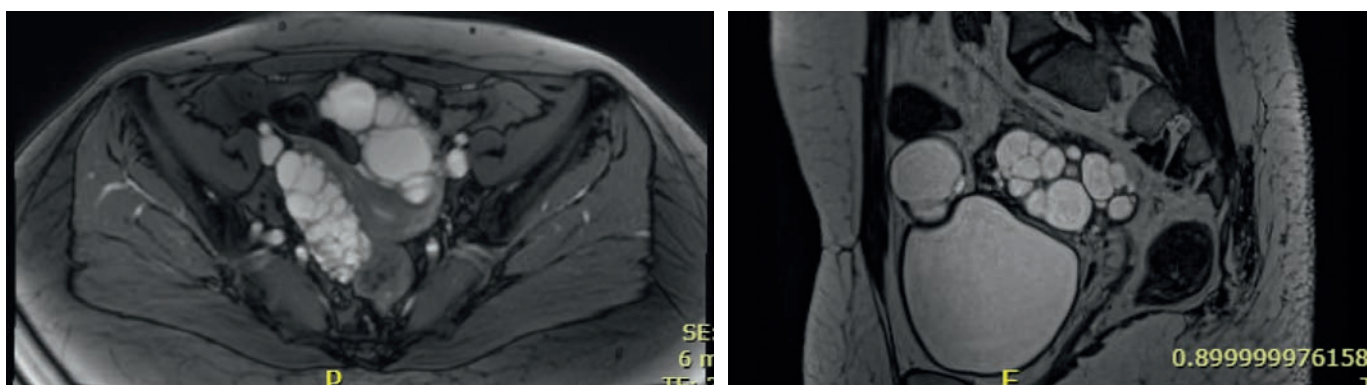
MRI Abdomen 11/2020
